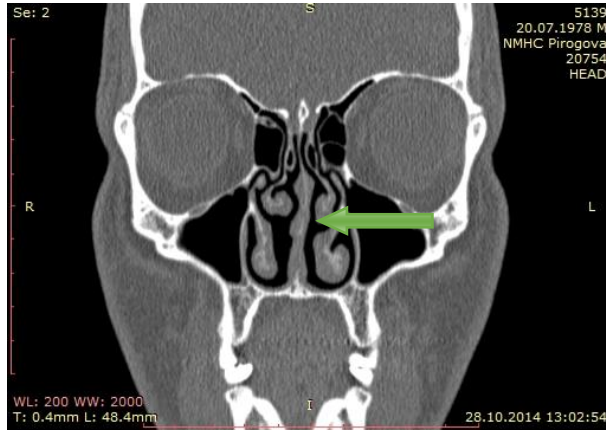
КТ пациента Б. во фронтальной проекции через 14 месяцев после операции. Перегородка носа – по средней линии, визуализируются фрагменты хряща аутографтата между листками мукоперихондрия перегородки носа (указаны стрелкой), отсутствие перфорации перегородки носа и патологических изменений носовых раковин.
